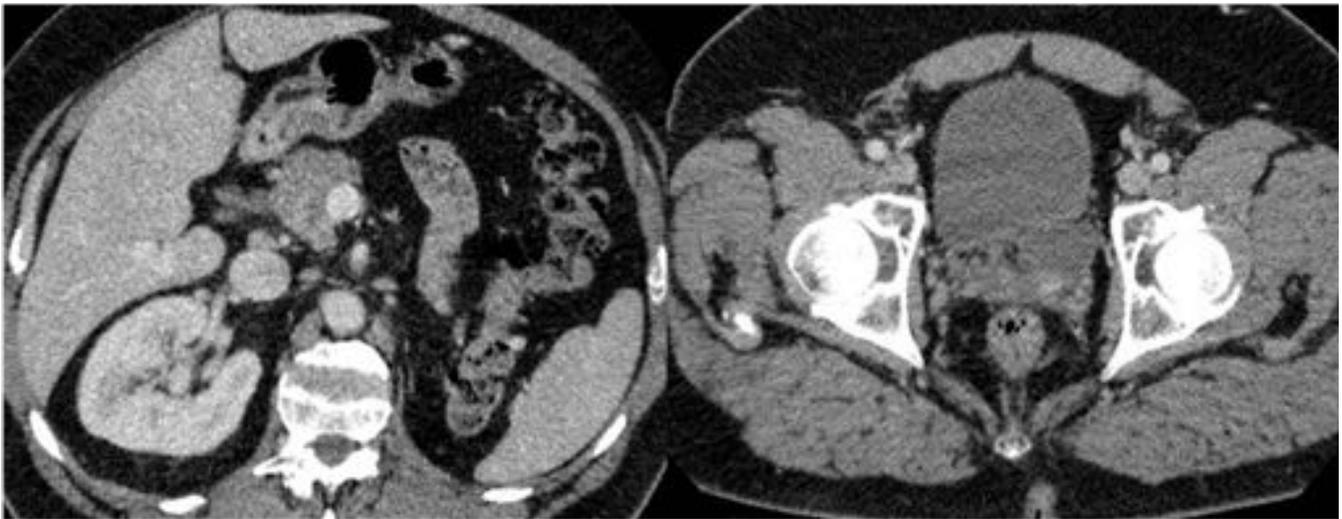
TC abdominal. Agenesia renal izquierda y quiste en vesícula seminal izquierda.
